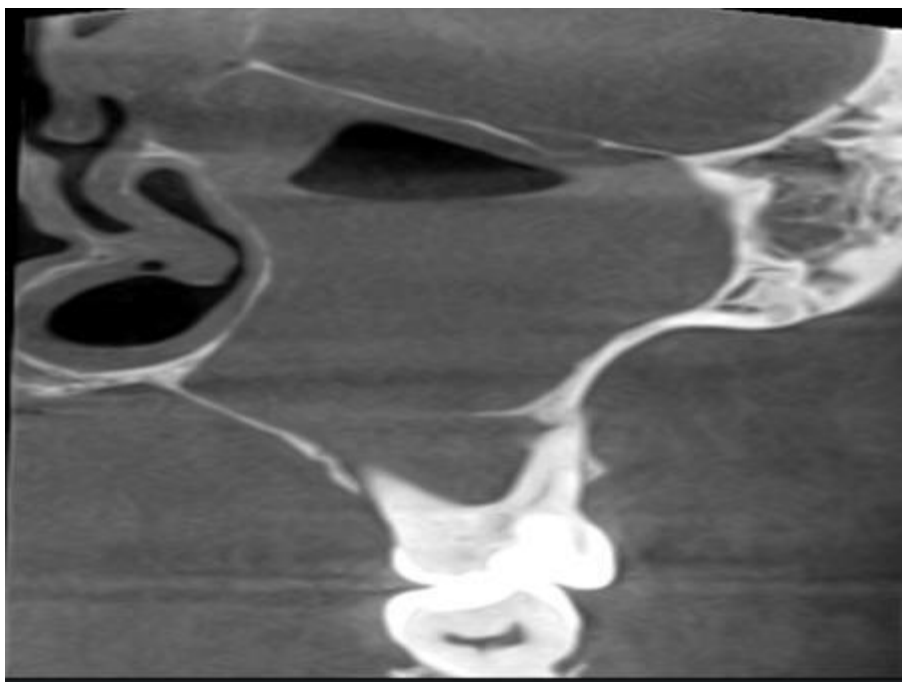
Конусно-променева комп'ютерна томограма (фронтальний зріз) верхньої щелепи пацієнта Ш., 51 рік, медична карта № 4.3293 (пояснення в тексті)
